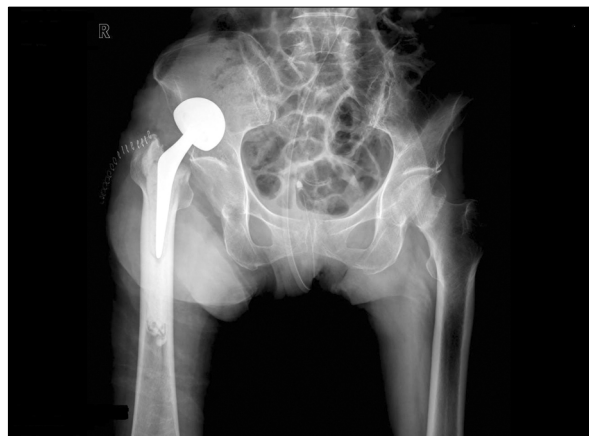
AP radiograph at postoperative 9th day revealed redislocation of the right hip three days after the first dislocation.
